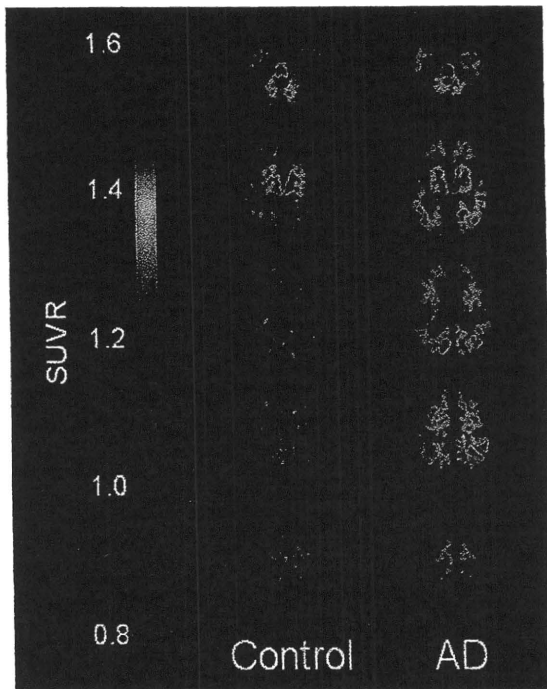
健常高齢者 (Control)、アルツハイマー病患者 (AD) の $[^{18}\text{F}]\text{FACT}$  PET 画像（投与後 10-30 分の SUVR 画像）
